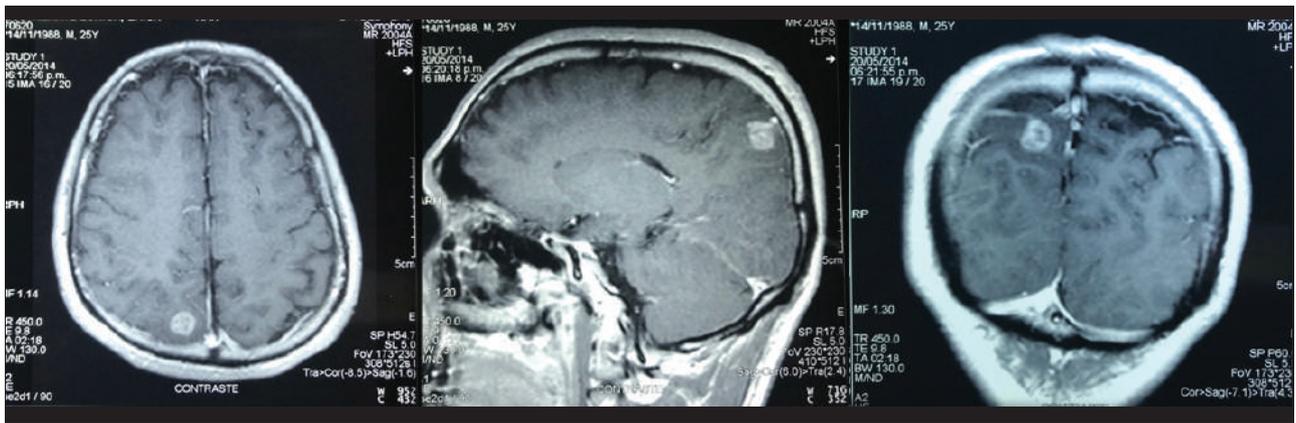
Resonancia magnética cerebral en secuencia T1 con contraste en corte axial, sagital y coronal.
